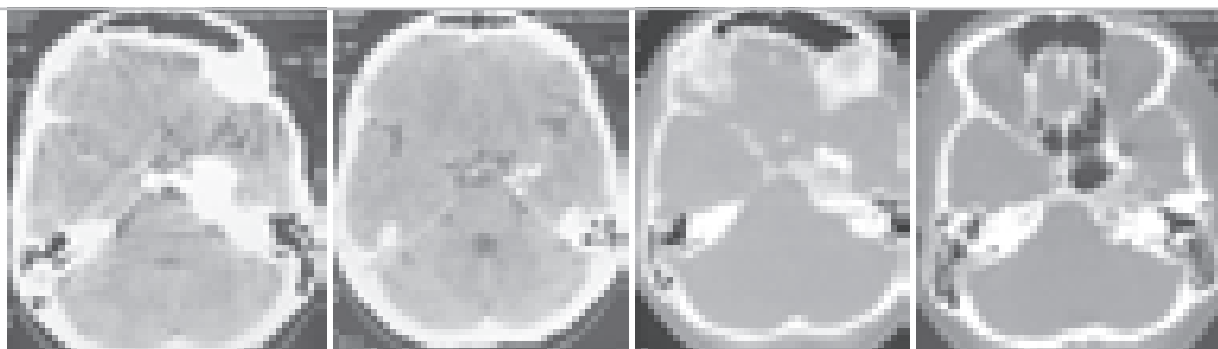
КТ больной Б-вой, спустя 25 лет после удаления хордомы и лучевой терапии. В медиальных отделах левой половины средней черепной ямки остатки опухоли с кальцификатами.
